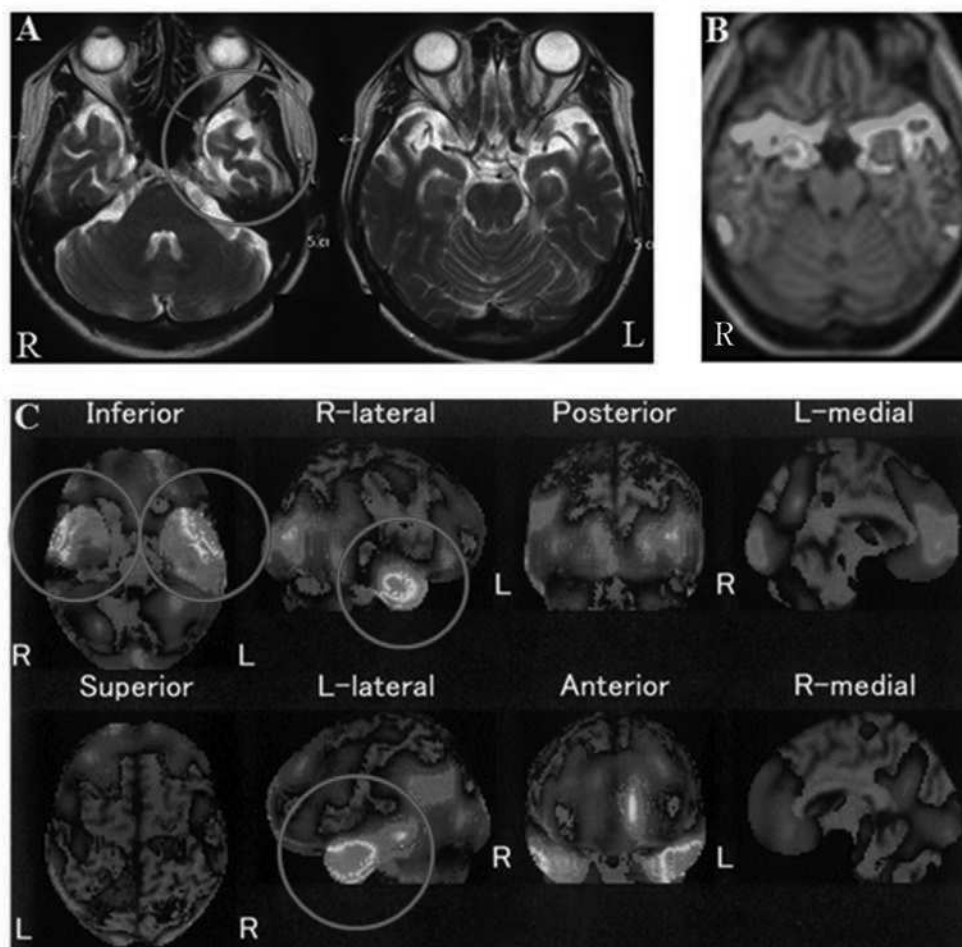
症例2 (SD) の画像所見 (MRI, VSRAD advance, SPECT)
